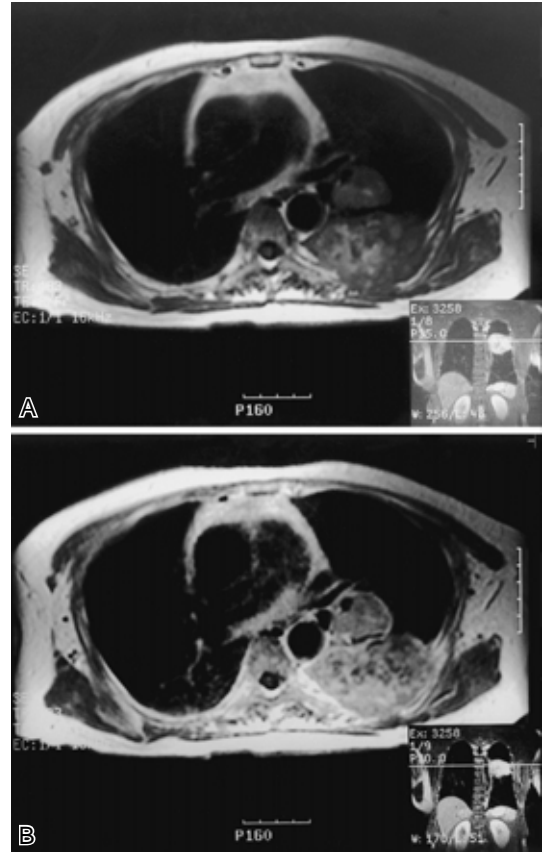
Chest MR images (Patient 1) showing intermediate intensity including partially high intensity on T 1 weighted images (Fig. 3A) and high intensity including partially low intensity on T 2 weighted images (Fig. 3B)
